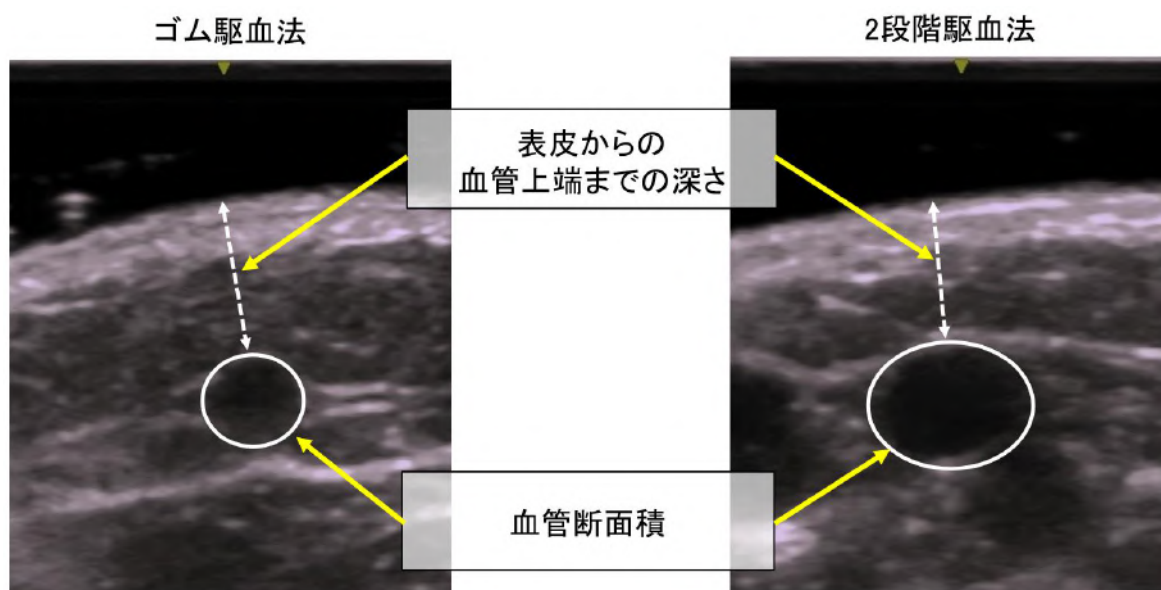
穿刺位置として選定された箇所の超音波断層画像による駆血時の軸断面画像
